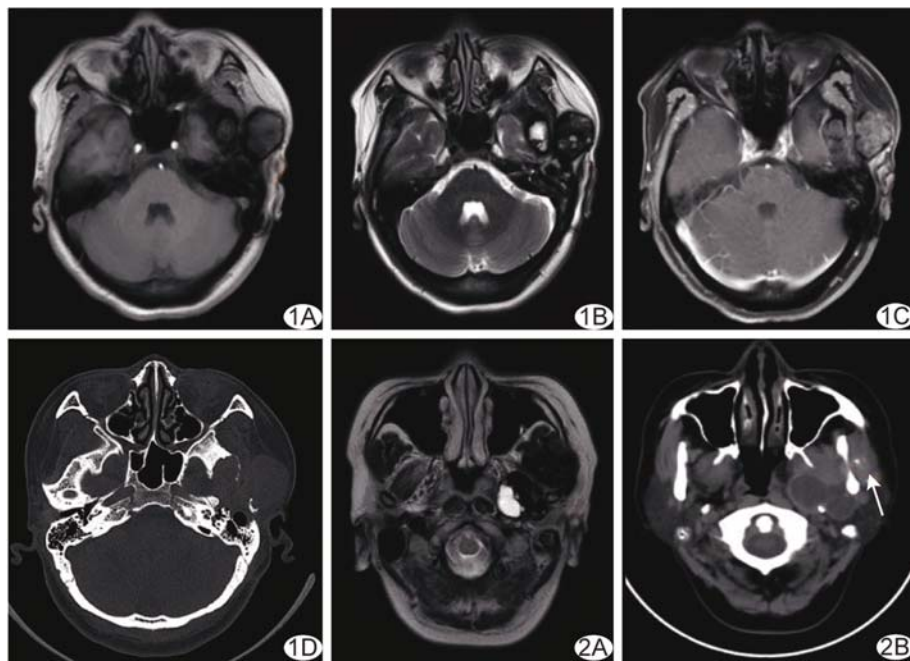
患者女,36岁,脑膜瘤术后发现颞部肿块1年余 A. T1WI呈长 T1 信号; B. T2WI呈混杂短 T2 信号,左侧乳突内见长 T2 信号; C. MR 增强扫描病灶呈不均匀轻度强化; D. CT 平扫(骨窗)可见骨质破坏,未见明显硬化边 图2 患儿男,11岁,左侧颞窝不规则巨大团块状肿物 A. T2WI呈短 T2 信号,内见片状长 T2 信号; B. CT 平扫示左侧颞骨膨胀性溶骨性破坏,未见明显硬化,病变内见散在点状致密影(箭)
